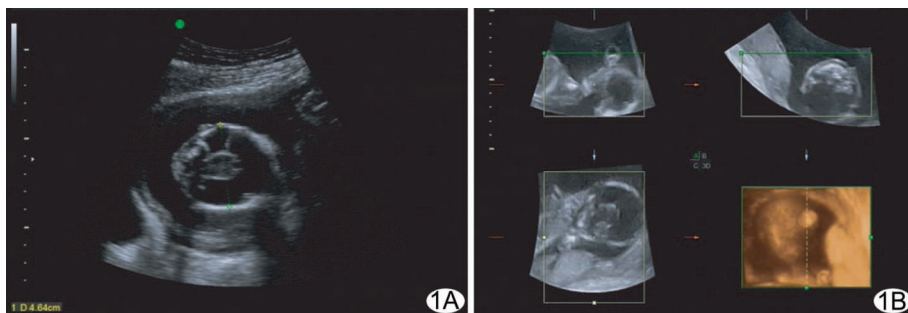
孕妇, 36 岁, 孕 21 周, 未见明显脑中线 and 透明隔腔, 双侧丘脑融合, 见单一脑室, 前额见 1.5 cm×1.2 cm 包块, 其内充满无回声区, 四肢长骨短小, 超声提示: 全前脑, 胎儿多发畸形, 核型是 47, XN, +13 (羊水) A. 全前脑; B. 前额包块的三维图像
